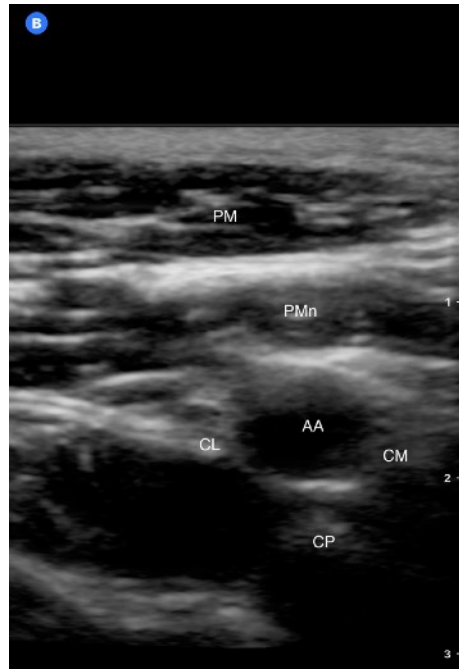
Imagen ultrasonográfica a nivel infraclavicular. CL, cordón lateral; CP, cordón posterior; CM, cordón medio; AA, arteria axilar; PMn, pectoral menor; PM, pectoral mayor. Aguilar 2021.
